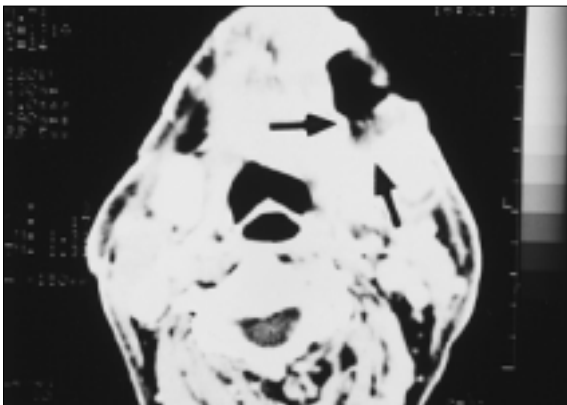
CT 촬영을 통해 좌측 악하부의 광범위한 조직파괴소견을 관찰할 수 있다.
